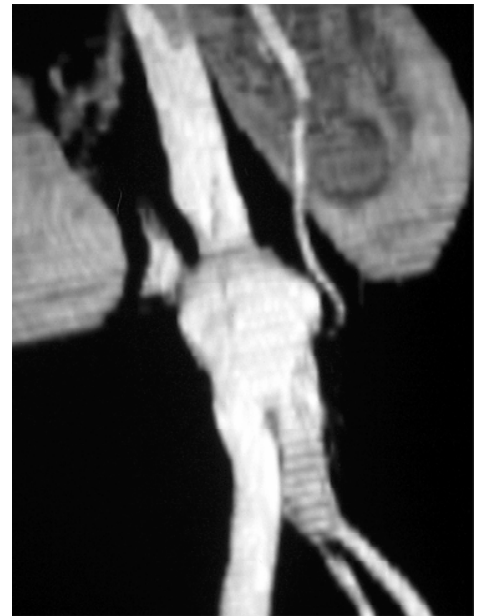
Caso 1: angiotomografia evidenciando aneurisma anastomótico de aorta abdominal infra-renal
